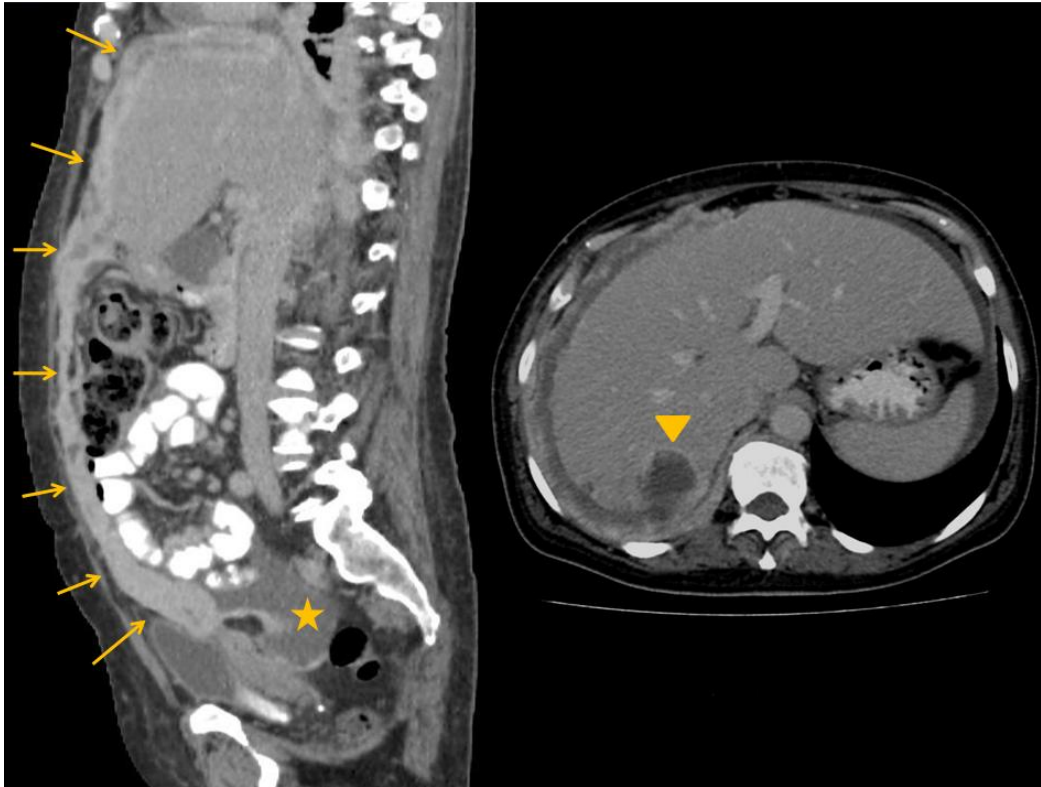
Mujer de 63 años con diagnóstico de mesotelioma peritoneal maligno de tipo epitelial por biopsia. La TC muestra engrosamiento nodular difuso del peritoneo parietal subdiafragmático con invasión del hígado, engrosamiento que se continúa a nivel del epiplón mayor (torta epiploica) infiltrando el peritoneo visceral de asas colónicas y de intestino delgado (flechas). Se evidencia escasa cantidad de líquido libre en fondo de saco de Douglas (estrella). En corte axial de la misma TC se observa imagen nodular hipodensa en segmento hepático VIII que presenta realce periférico tras la administración de contraste endovenoso, atribuible a compromiso secundario del tumor peritoneal primario (cabeza de flecha).
